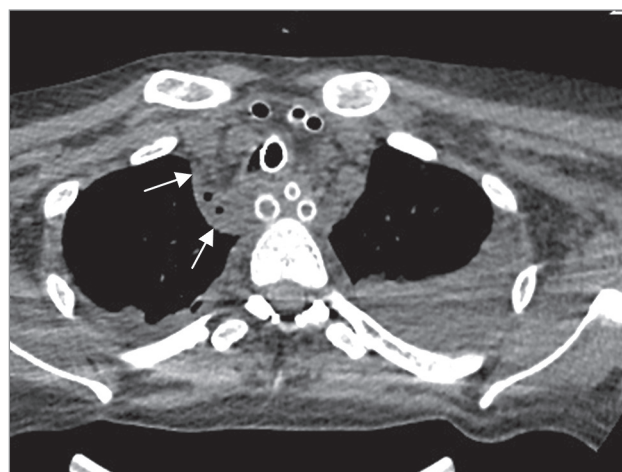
Вторичный медиастинит; при наличии дренажей в средостении – недренируемый участок (стрелки). Компьютерная томография
